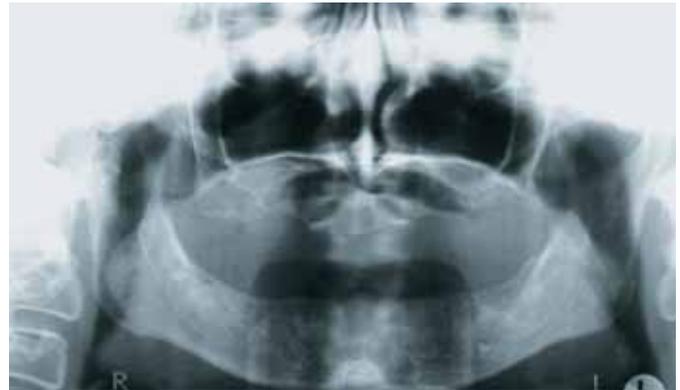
Orthopantomogramm nach der chirurgischen Totalanierung: Der Prozess im rechten Kiefergelenkkopf ist geringfügig gewachsen.
